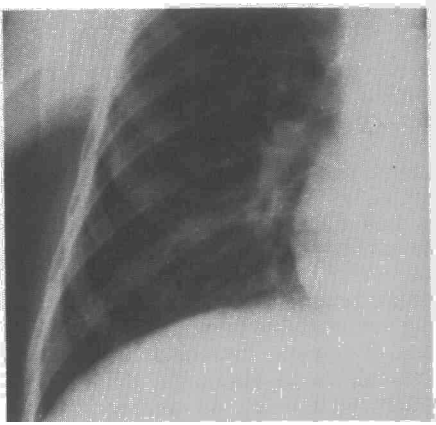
Imágenes de raíl o broncograma aéreo mínimo en lóbulo inferior derecho. Radiografía anteroposterior, por lo demás, normal.
